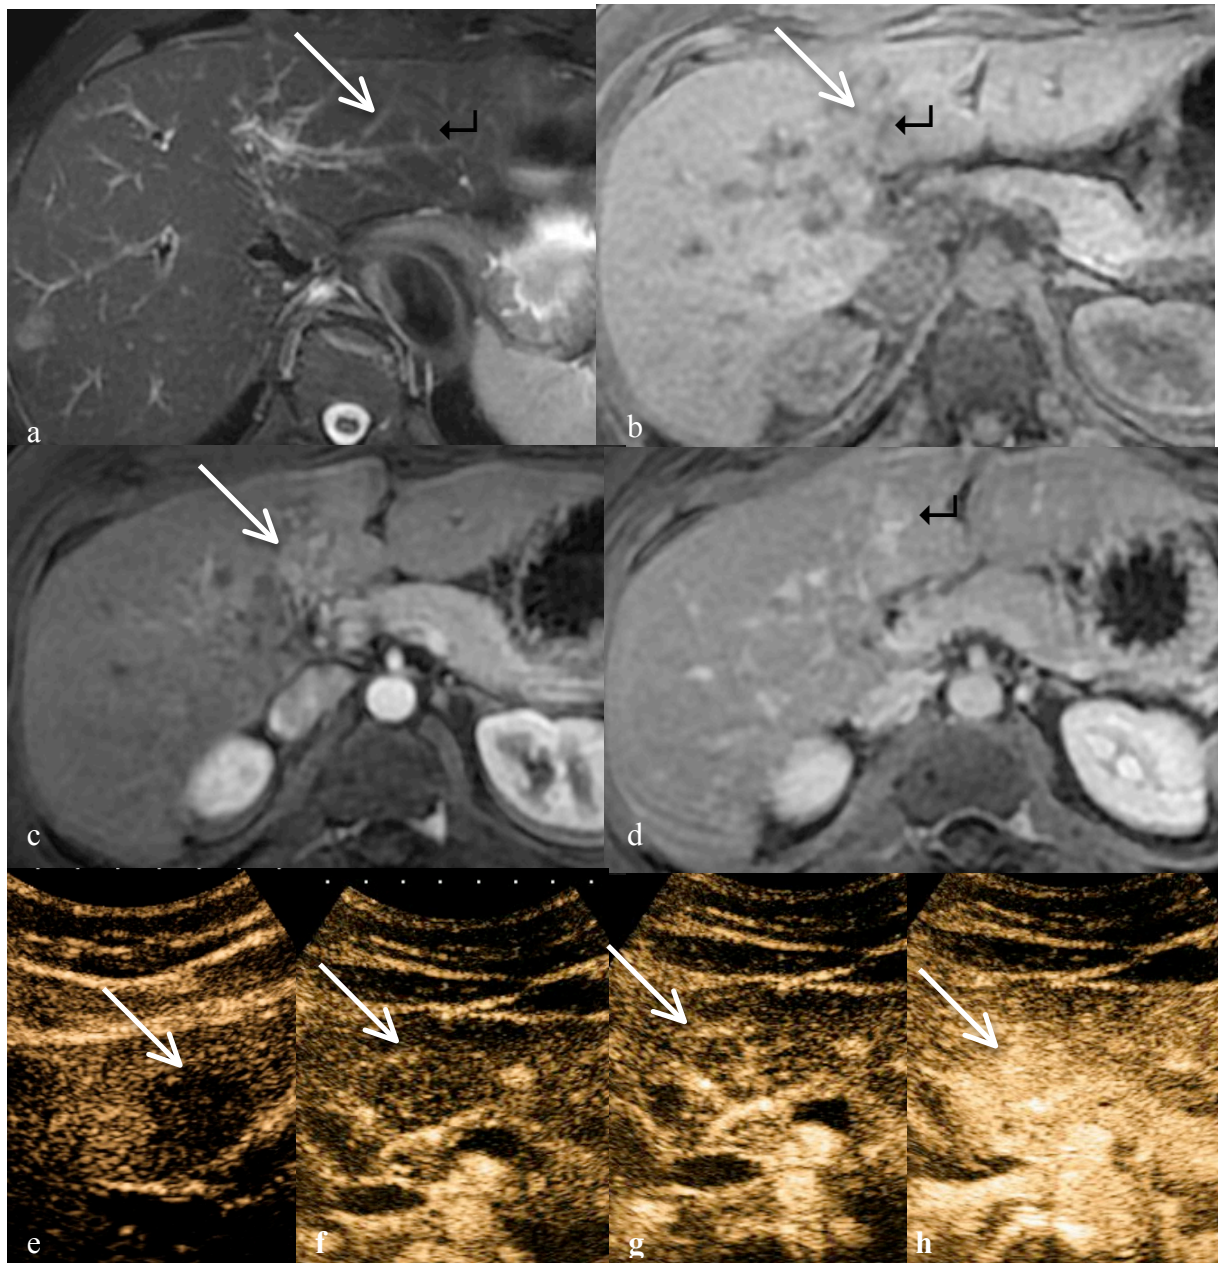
Patiente âgée de 48 ans. Découverte d’une masse hépatique du segment IV en IRM pour bilan d’extension d’un mélanome. La lésion du segment IV est homogène, discrètement hyperintense en pondération T2 (a) et discrètement hypointense en pondération T1 (b), se rehausse faiblement au temps artériel angiographique (c) et est isointense au temps tardif (d). Un élément central (flèche noire) est visible en hypersignal en pondération T2 (a), hyposignal en pondération T1 (b) et se rehausse tardivement (d). Elle mesure 30 mm. En échographie de contraste, la lésion est hypoéchogène (a), présente un rehaussement centrifuge et progressif à 10, 12 et 18 secondes (f, g, h respectivement), avec un aspect en rayon de roue (g) permettant d’affirmer le diagnostic d’HNF. Les IRM de surveillance montrent la stabilité de la lésion à 5 ans.
